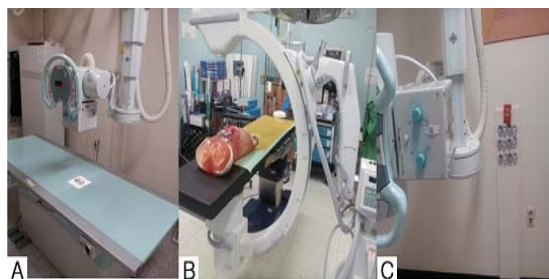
A : Direct exposure to TLD, OSLD for measuring radiation energy and exposure number using general X-ray unit, B : C-arm fluoroscopy to phantom(TLD, OSLD) for measuring direct radiation during fluoroscopy time, C : TLD, OSLD and EPD attached the wall general radiography room for measuring scatter X-ray
